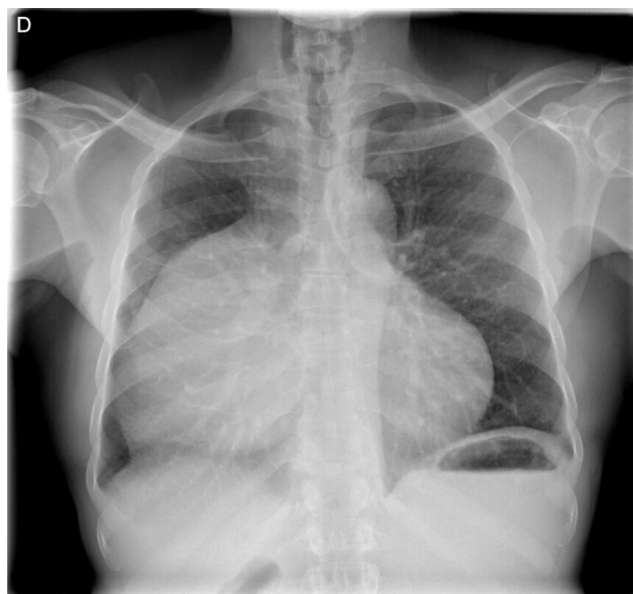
Radiografía de tórax con masa de gran tamaño paracardíaca derecha que ocupa gran parte del hemitórax derecho tributaria de estudio mediante TAC urgente. No se observa derrame pleural.
